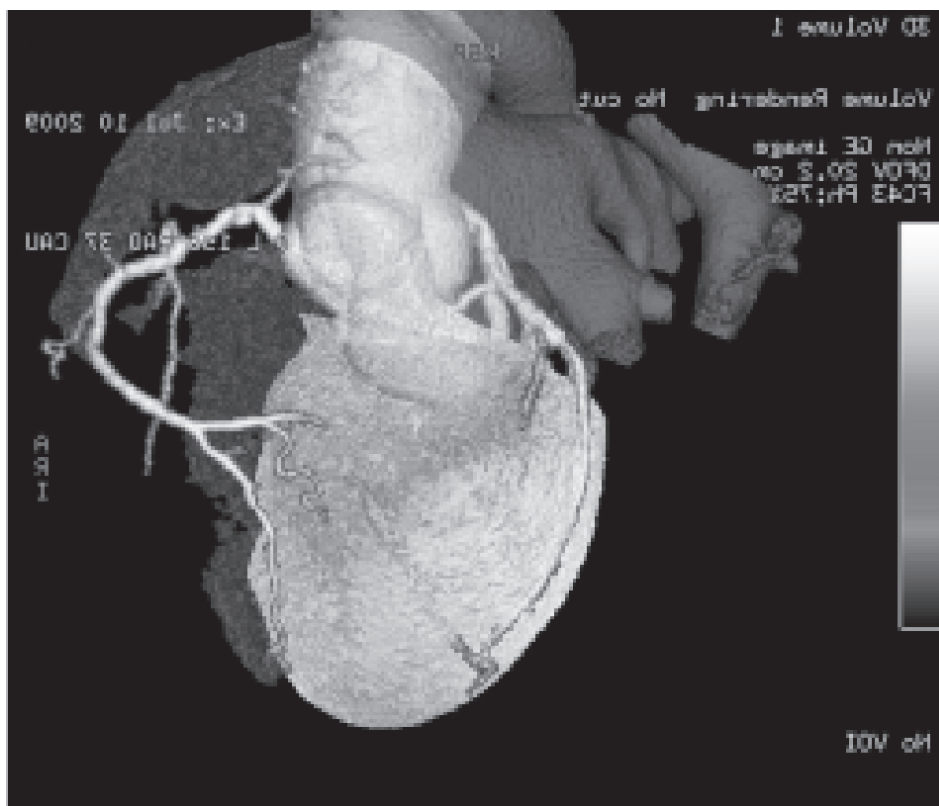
Imagen de fusión de TC multicorte y SPECT que muestran la isquemia en el territorio de la arteria coronaria derecha.
